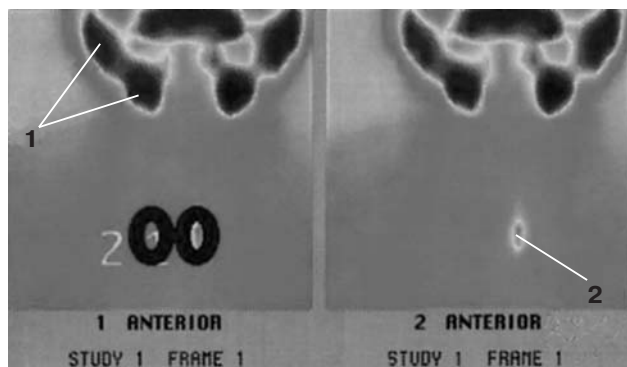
Сцинтиграфия области шеи с ^{99}Tc больной Б. через 33 дня после тиреоидэктомии. 1 — слюнные железы. 2 — ткань щитовидной железы.
